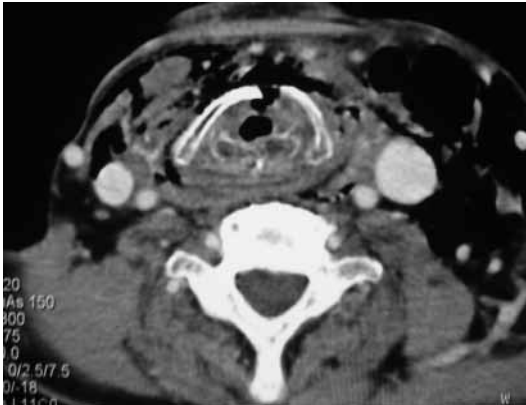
Fractura postraumática de laringe. Imagen de TAC en que se observa la rotura del cartilago tiroideo (flecha) y notable enfisema invadiendo los espacios cervicales.
